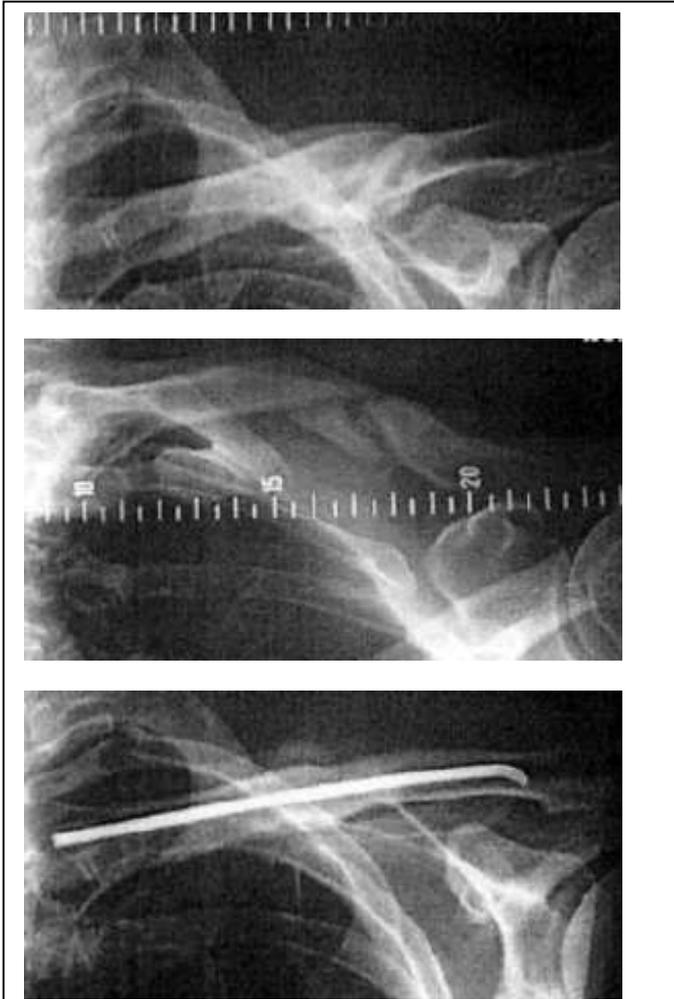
Oben: Claviculapseudarthrose eines 37-jährigen Mannes 7 Monate nach Sturz mit Fahrrad (ap-Röntgenaufnahme)
